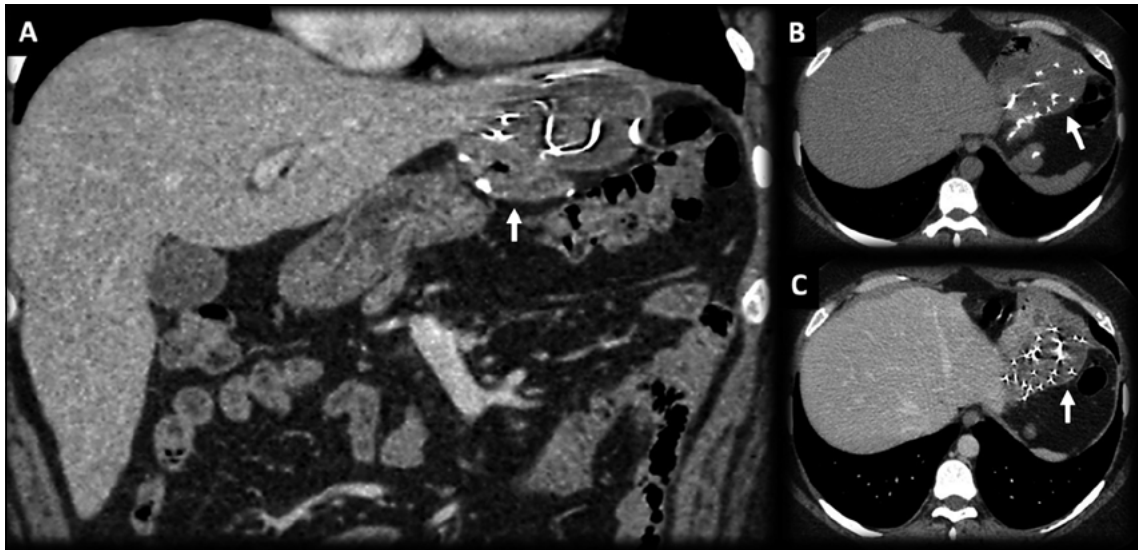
TC. (A) MPR coronal, (B) Corte axial sin contraste, (C) Corte axial MPR. Hombre de 53 años con antecedentes de bypass gástrico 3 años antes. Hallazgo incidental: masa de baja densidad adyacente a la anastomosis esófago gástrica (flechas). Nótese las clásicas líneas curvas de alta densidad tipo metal al interior de la masa, este "patrón en espiral" es consistente con una gasa retenida con sus marcadores. No se evidencia realce al contraste.
